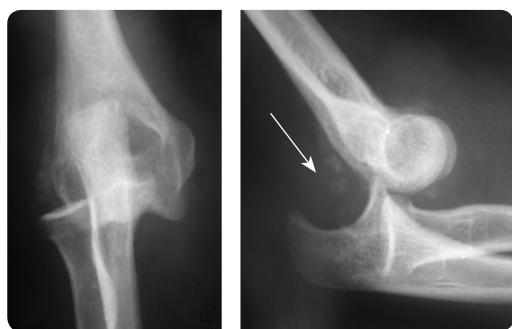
Рентгенограма ліктьового суглоба — вивих кісток передпліччя дозаду та назовні
